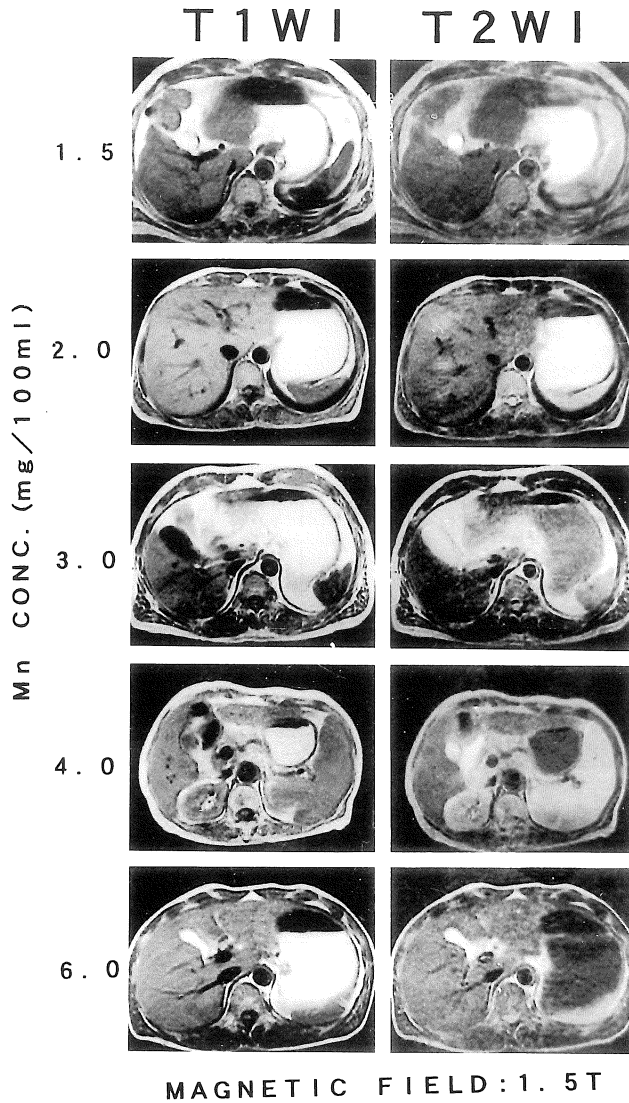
Clinical MR images after administration of B.J.. T₁WIs in the left and T₂WIs in the right rank. They are lined up in 5 files according to Mn conc.(1.5, 2.0, 3.0, 4.0, 6.0mg/dl). Clinically, confirmation of gastroduodenal tract was improved after administration of B.J.. T₁ weighted signal of B.J. in the stomach shows almost the same or slightly lower as that of fat tissues at any Mn conc., which means good positive contrast enhancement effect with surrounding tissue/organs. T₂ weighted signal ascertains the fact that B.J. thicker than the Mn conc. of 3.0mg/dl works as a negative contrast agent.
